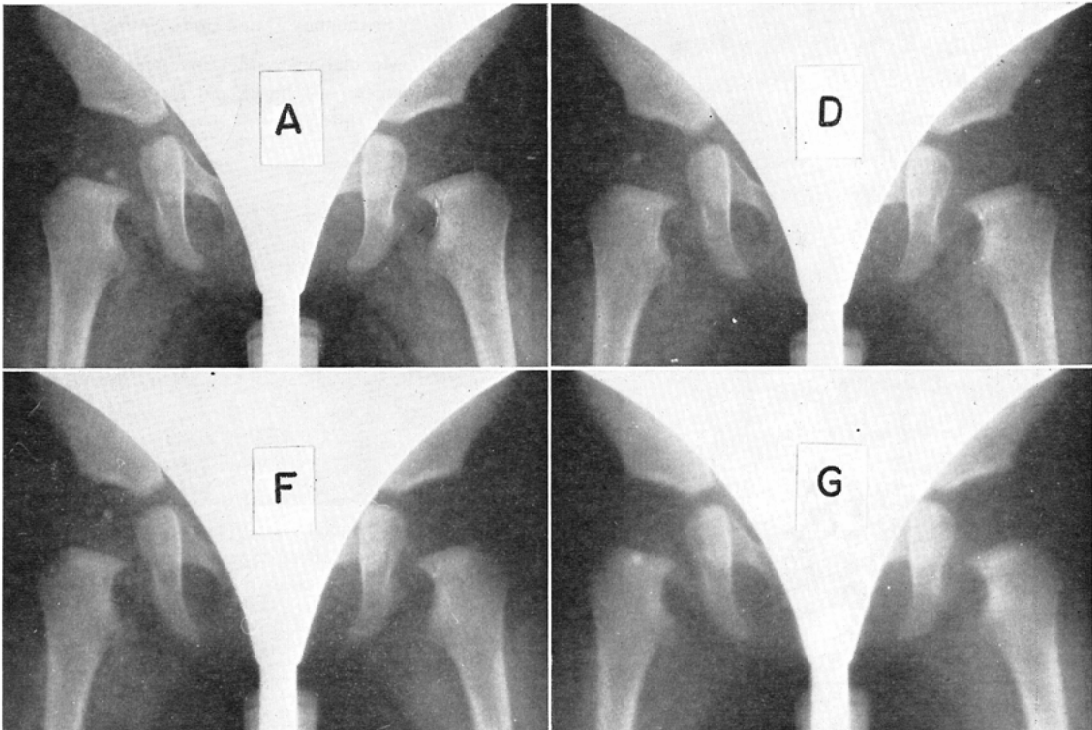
These images (A, D, F, G) are copied by the diffusing apparatus from a good hip-joint X-ray photograph under different conditions..
